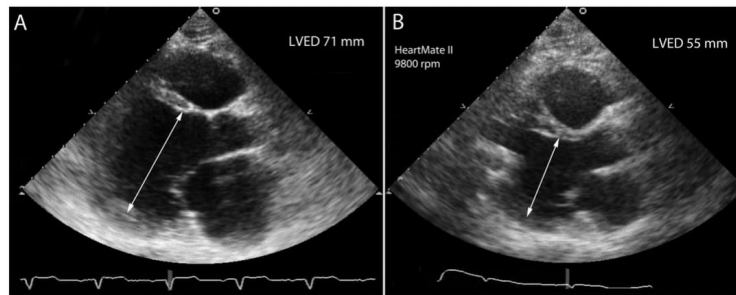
Panel A: transthoracic echocardiography, parasternal long axis view, showing dilated LV before LVAD-implantation. Panel B: parasternal long axis view demonstrating LV unloading after LVAD implantation.
